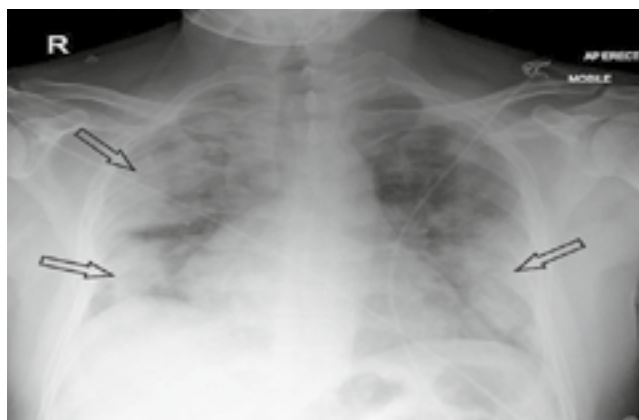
Оглядова рентгенограма ОГК чоловіка віком 50 років із тяжкою COVID-19-асоційованою пневмонією.
